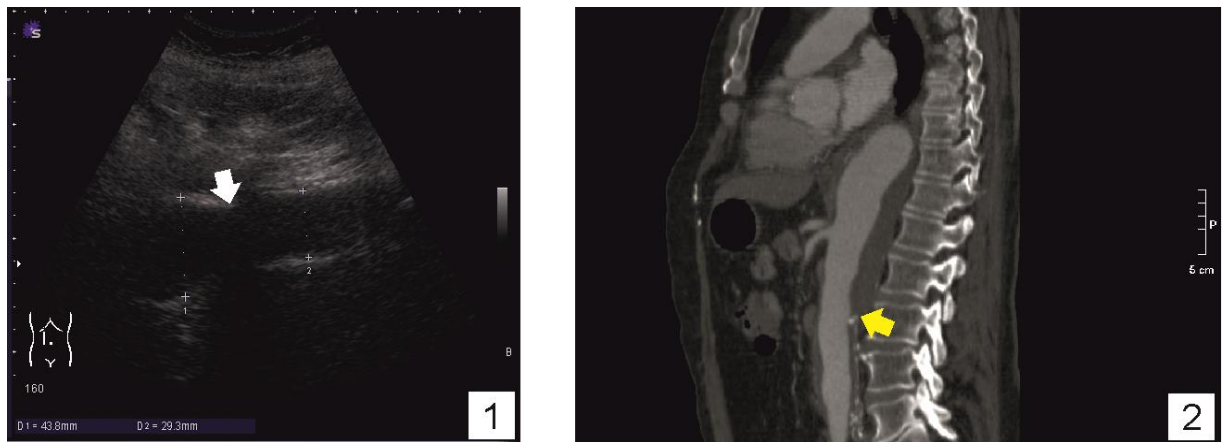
Аневризма проксимального анастомоза, как проявление тотального аневризматического поражения аорты, развившегося через 4 года после АББП по поводу разрыва АБА. Пациент С., 72 г. 1 – продольная сонограмма, визуализируется расширение супраренального сегмента аорты до 44 мм, начинающееся непосредственно над анастомозом (стрелка); дистально визуализируется сосудистый протез; 2 – тот же случай, МСКТ(А): над зоной анастомоза (стрелка) визуализируется расширение – аневризма – с пристеночными тромбами в просвете
